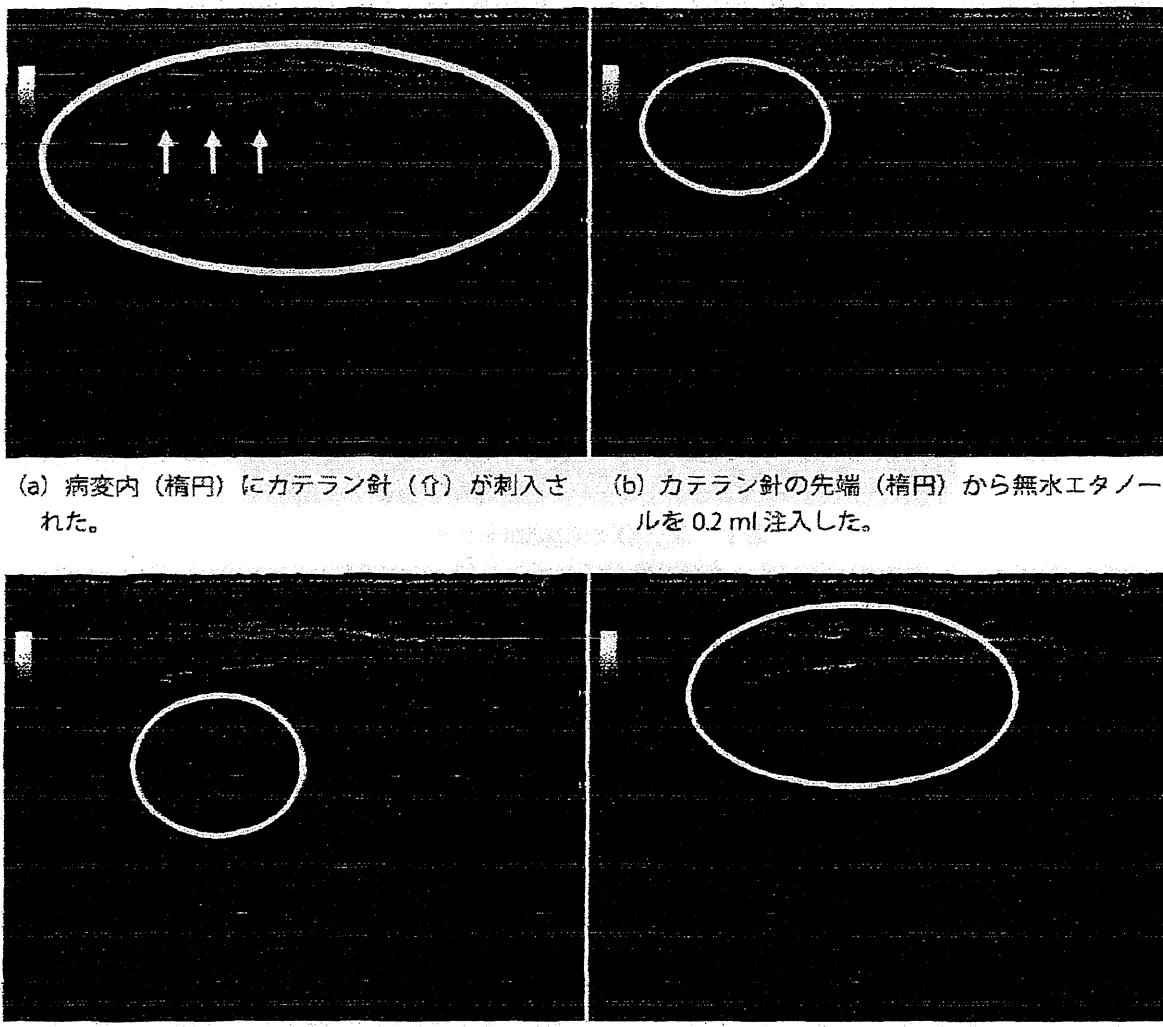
咬筋内静脈奇形の硬化療法におけるエコー画面
